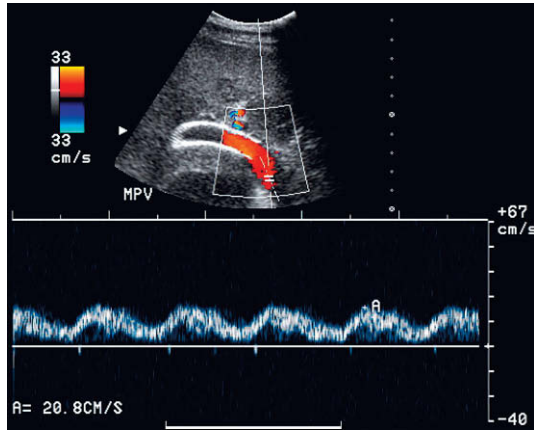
Trazado Doppler obtenido al final de la vena porta de una TIPS. Obsérvese la marcada periodicidad del flujo dentro de la TIPS. La forma de onda es la que se ve con frecuencia en las venas hepáticas y en la vena cava inferior. La identificación de este grado de periodicidad en la vena porta y en la endoprótesis es un indicador fiable de derivación ampliamente permeable.
